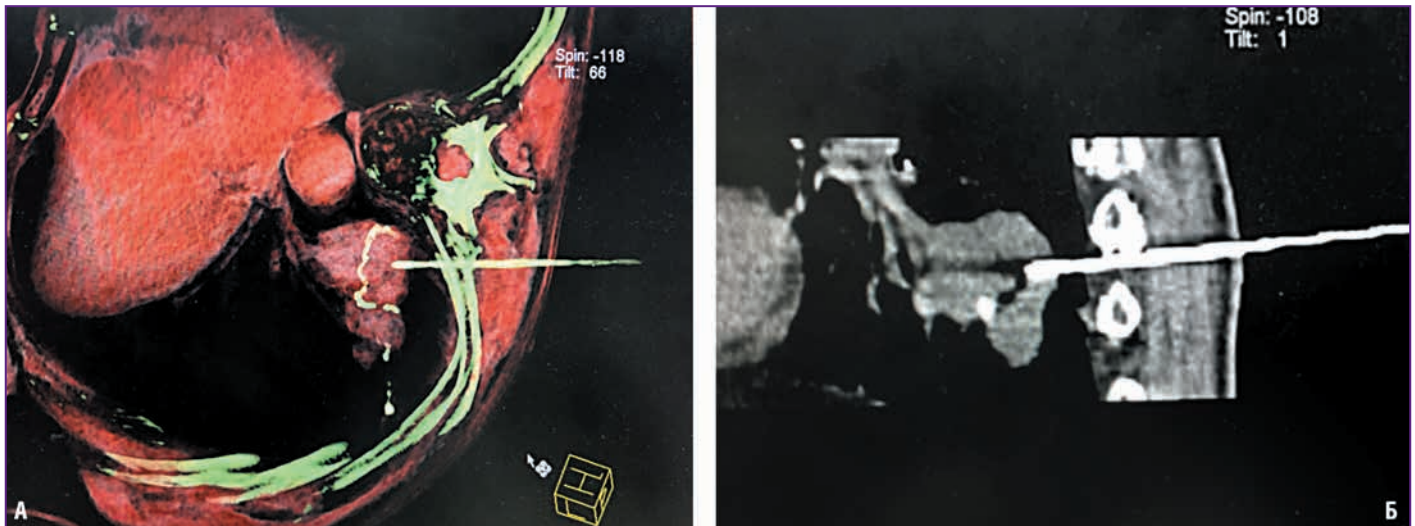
Биопсия рецидивной опухоли легкого под контролем КТ с использованием техники free hand. Местный рецидив в зоне операции и механического шва металлическими скрепками. А – 3D-реконструкция (этап введения коаксиальной иглы в опухоль); Б – сагиттальный скан – игла проводится выше зоны металлических скрепок
